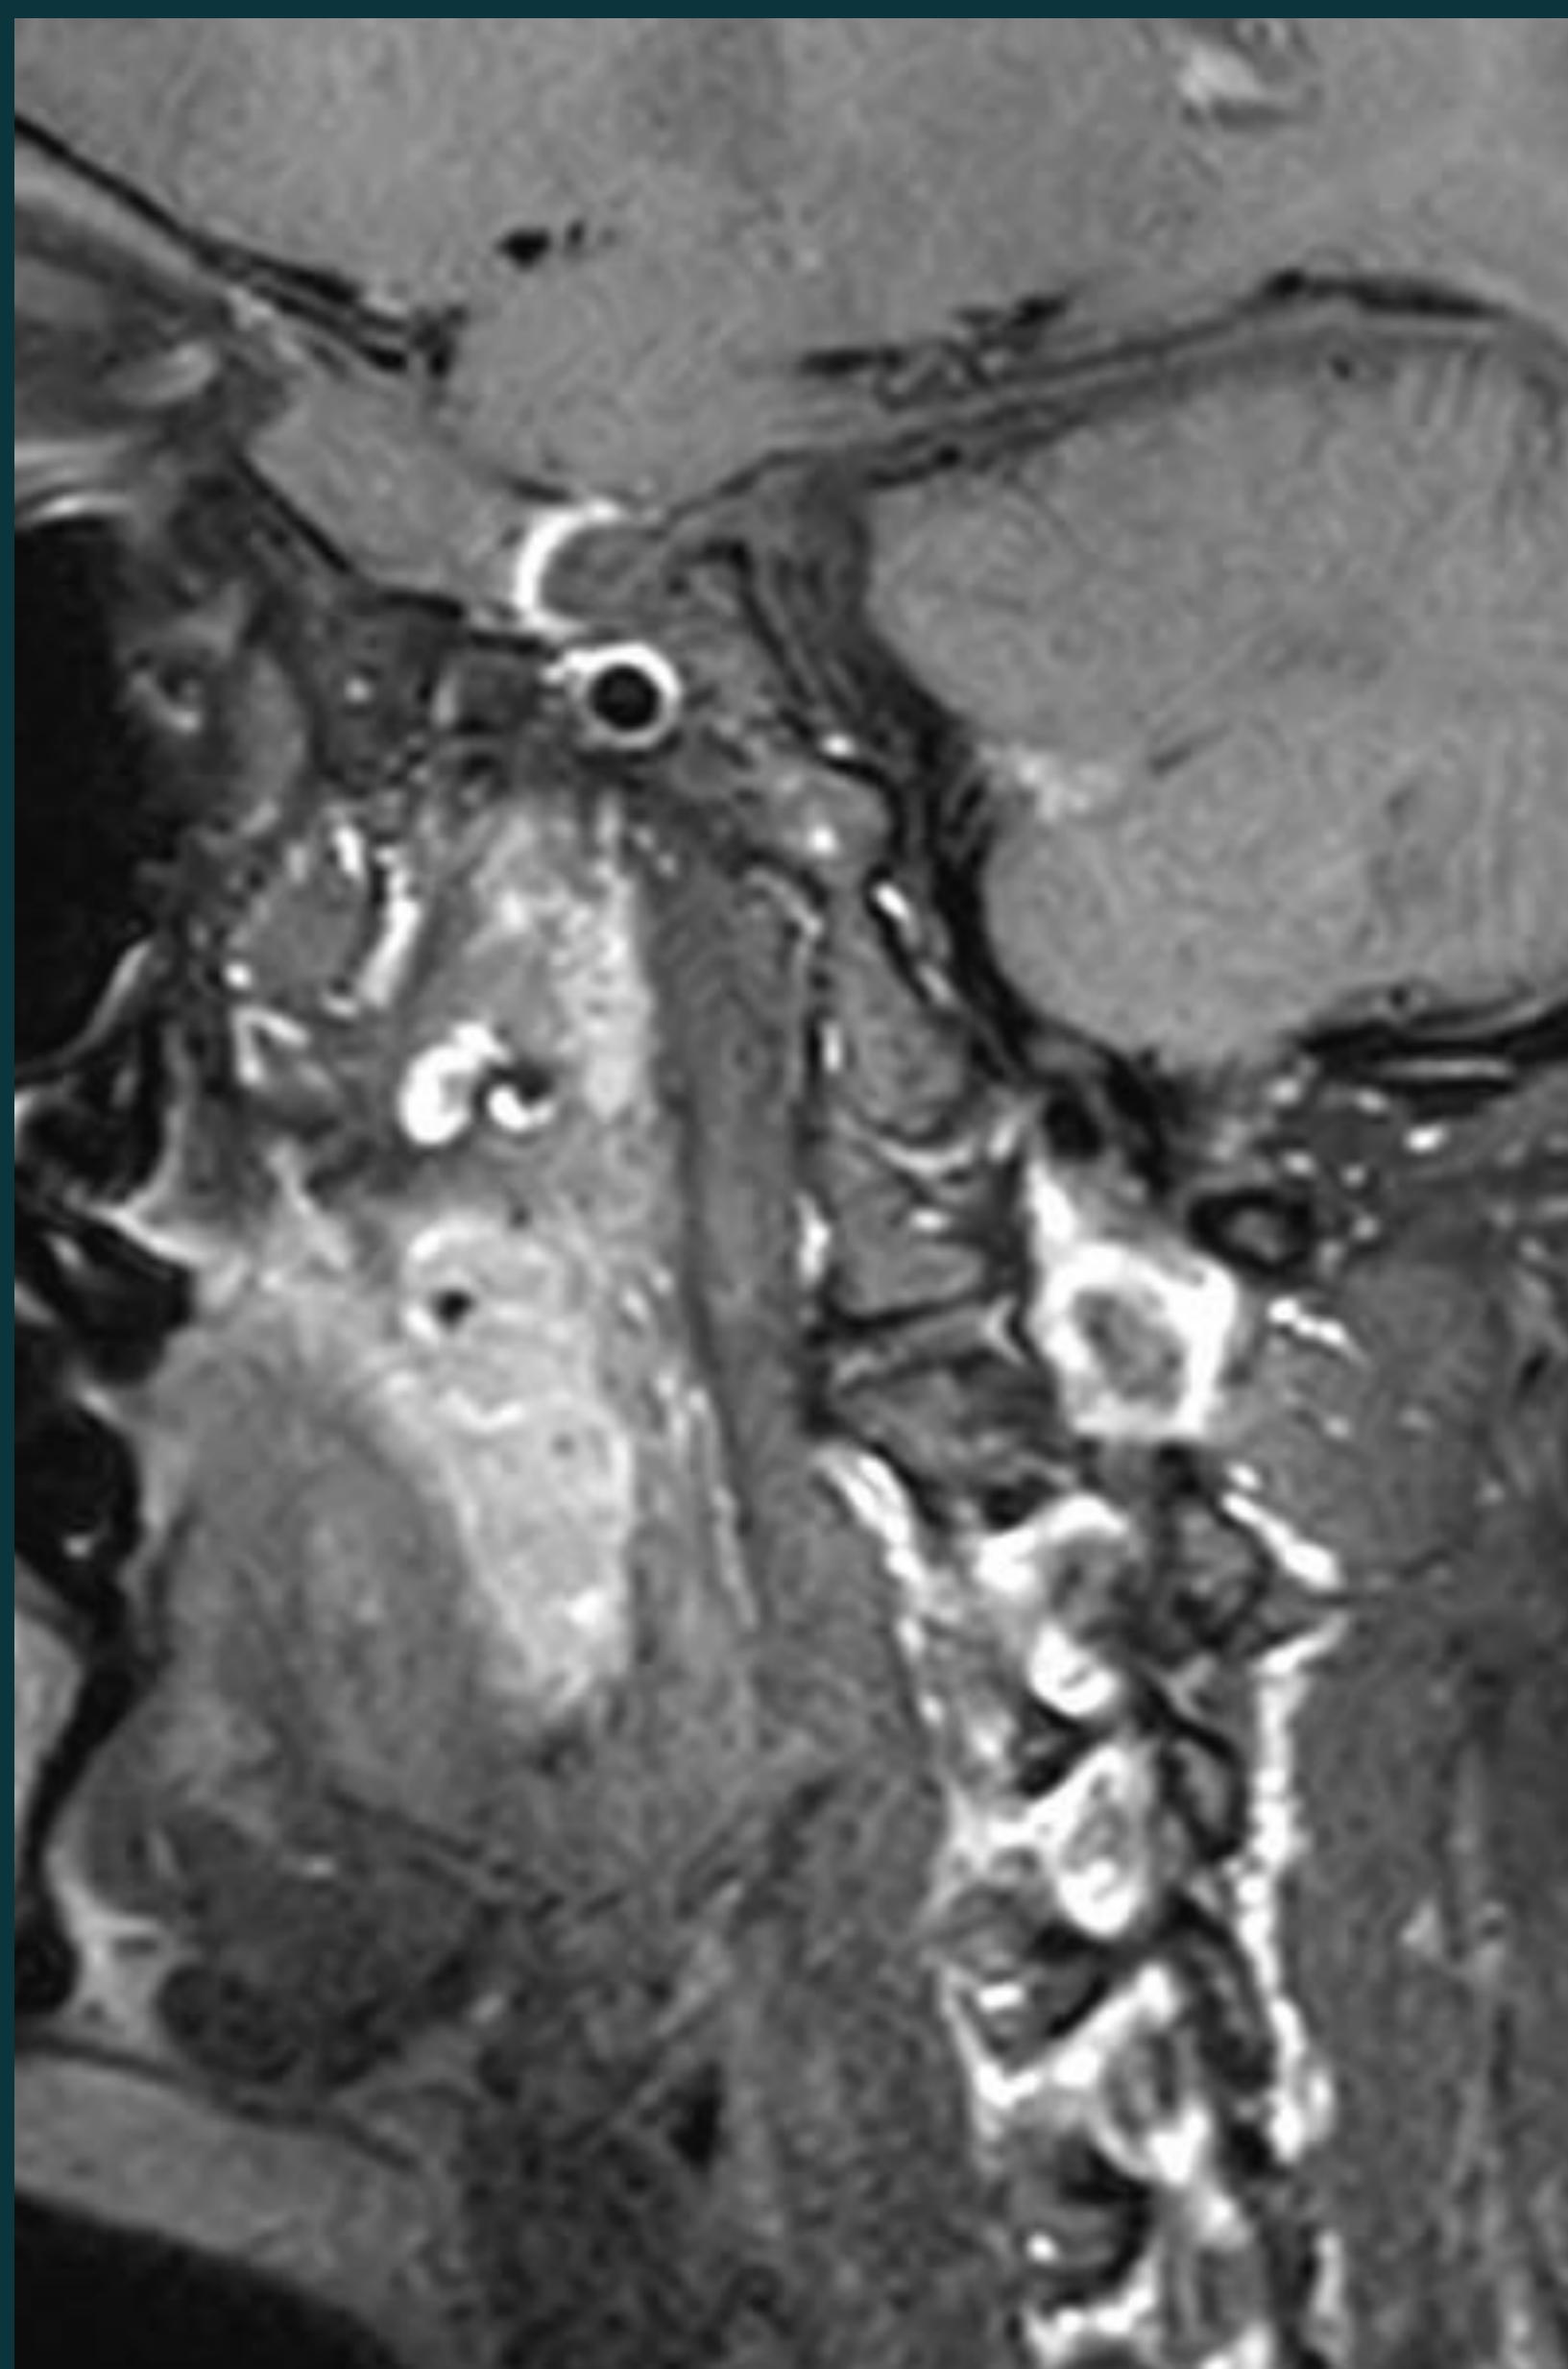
Paciente varón que en TC de urgencias se diagnóstica de HSA Fisher I. Se solicita RM sangre negra para valorar origen del sangrado.
